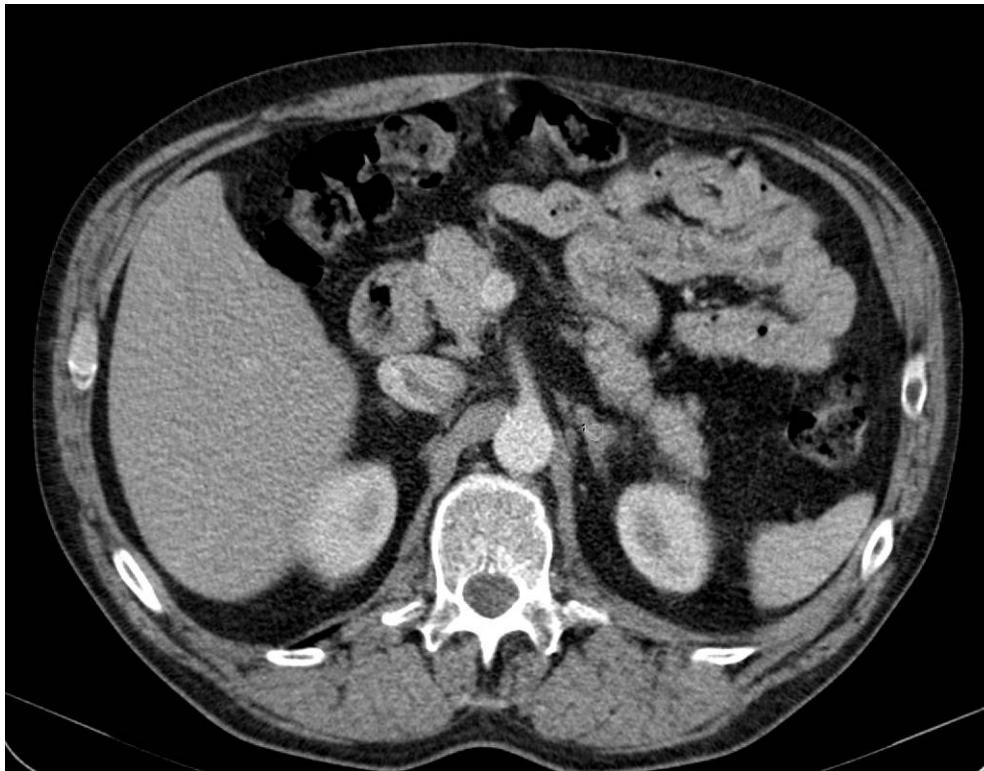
Fall 1 - Nebennieren-Raumforderung linksseitig in der KM-CT (HU um 63)
